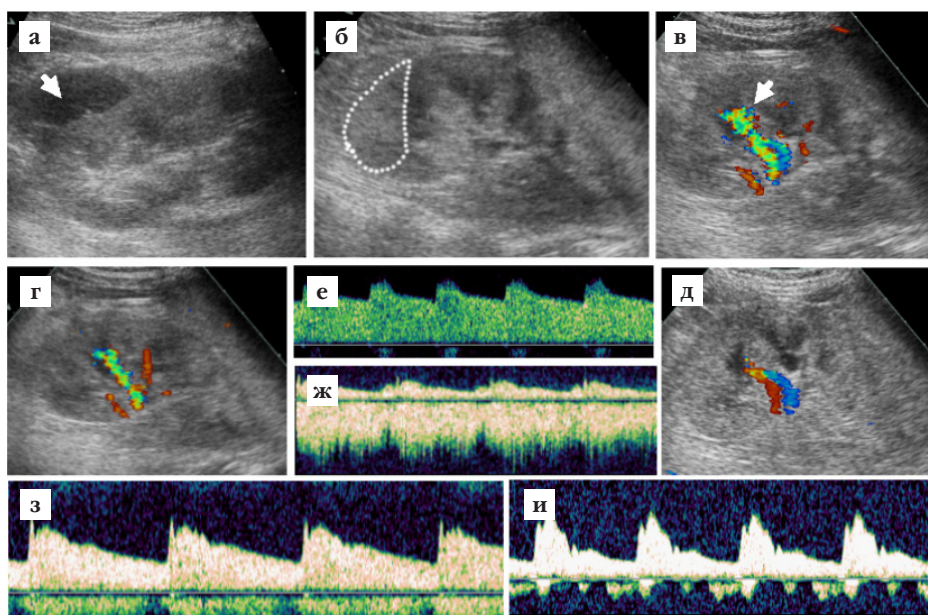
УЗИ после нефробиопсии:
